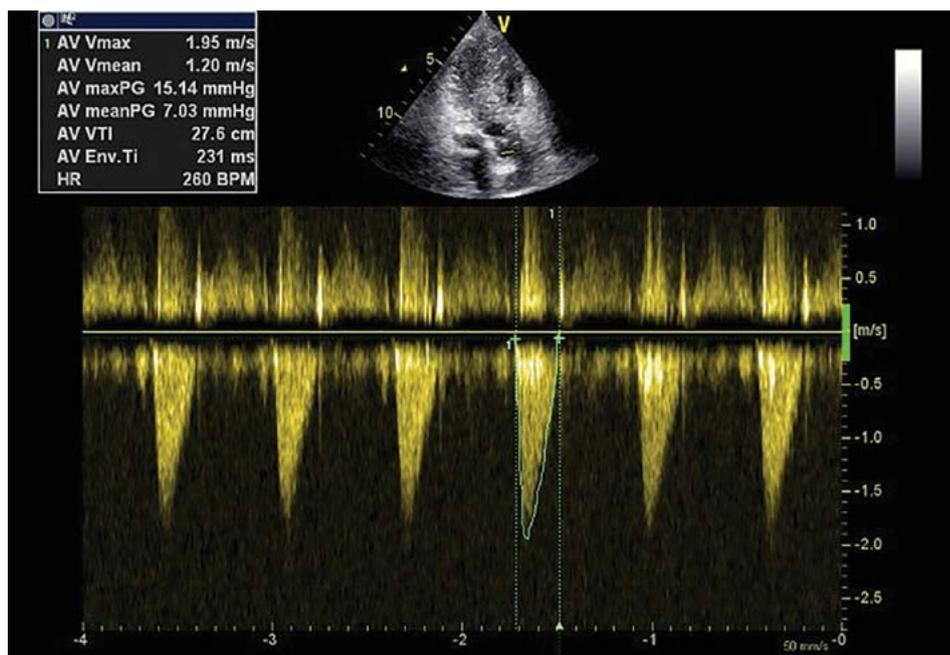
Трансторакальная эхокардиография через 1 год после операции, гемодинамические показатели на аллографте
